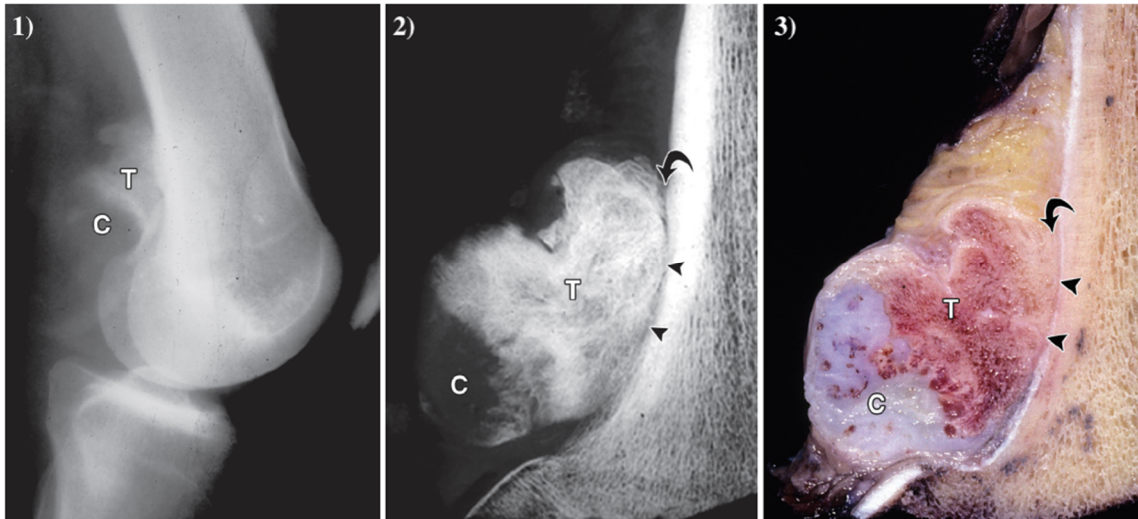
Ostéosarcome parostéal du fémur distal chez un homme de 29 ans. Une radiographie du genou (1), la radiographie (2) et la photographie (3) d'une coupe sagittale d'une pièce macroscopique montrent une tumeur exophytique ossifiée (T) à la surface du fémur. Un sillon radiotransparent (flèche en 2 et 3) est visible au bord de la tumeur. La tumeur est ossifiée au centre et contient du tissu chondroïde (C). Une fine ligne claire (pointes de flèches en 2 et 3) est observée entre la tumeur et l'os sous-jacent correspondant au périoste[40].
